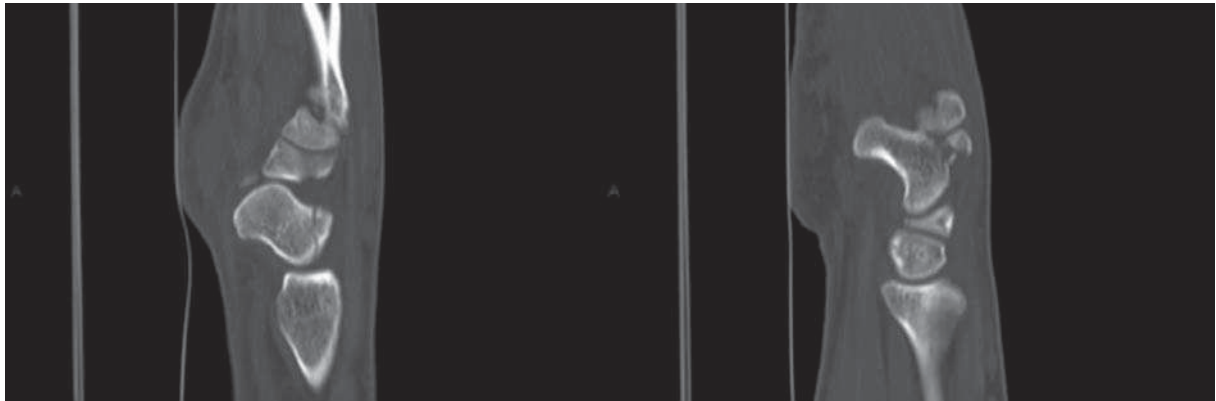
TAC con reconstrucción sagital donde se observa fractura de polo proximal de escafoides carpiano y fractura del cuerpo del ganchoso.
